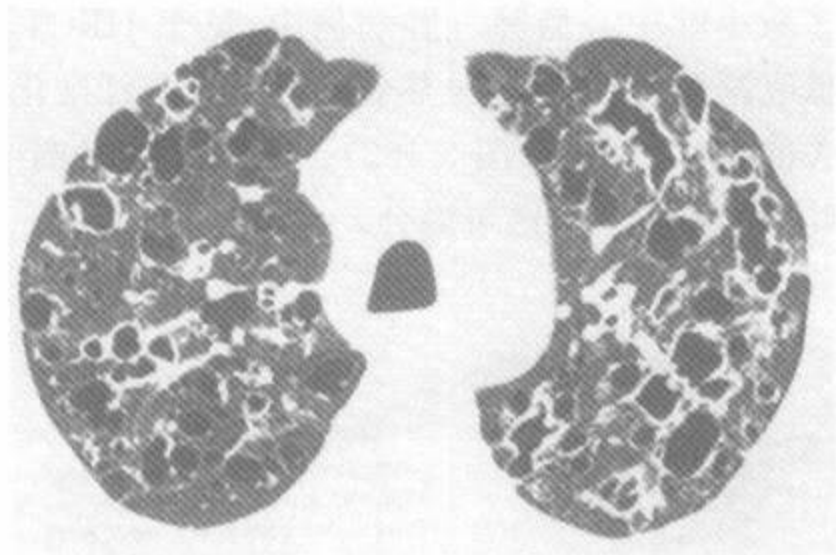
郎汉斯细胞组织细胞增多症中的 HRCT
